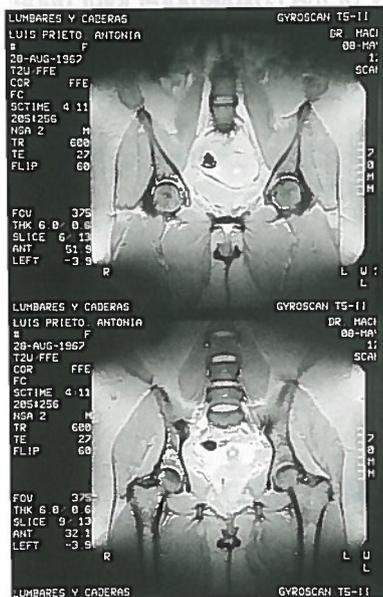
RMN de cadera izquierda (imagen potenciada en T2). Pequeño cuerpo libre en interlínea articular.
